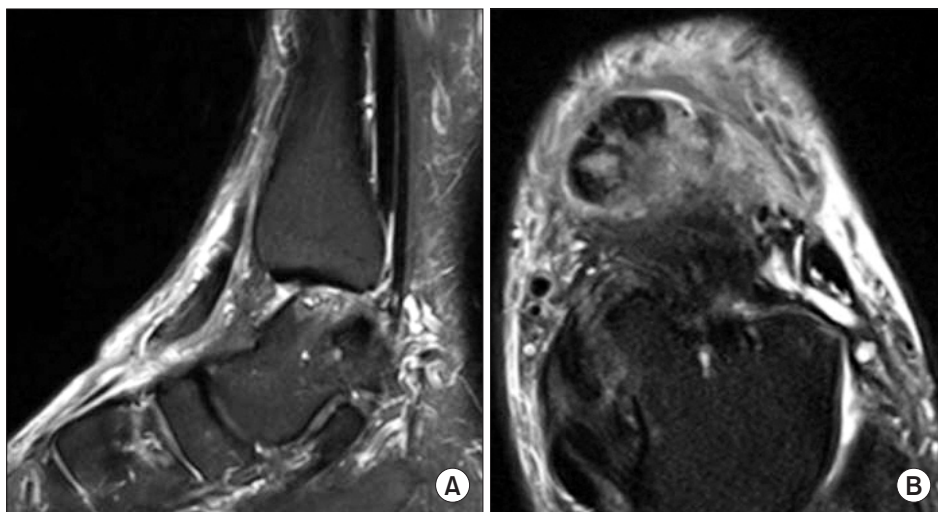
(A) Sagittal view of magnetic resonance imaging (MRI) demonstrates complete ruptured tibialis anterior tendon retracted at the talonavicular joint level. (B) Axial view of MRI demonstrates proximal tendon stump formed a fibrotic lump.
